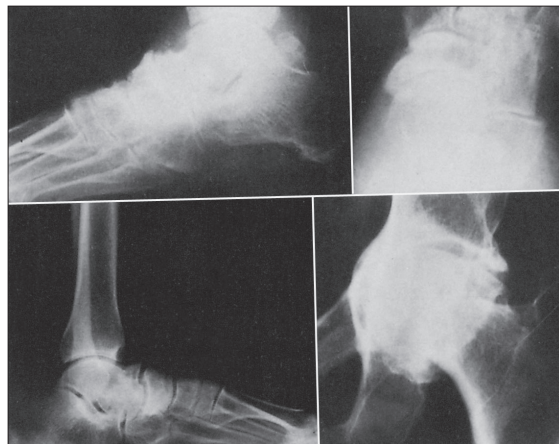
Quadri radiografici di patologia degenerativo-strutturale di tipo artrosico della "coxa pedis": similmente all'anca, accanto ai quadri definibili essenziali (in alto) altri sono definibili in ambito di patologia displasica (in basso).
